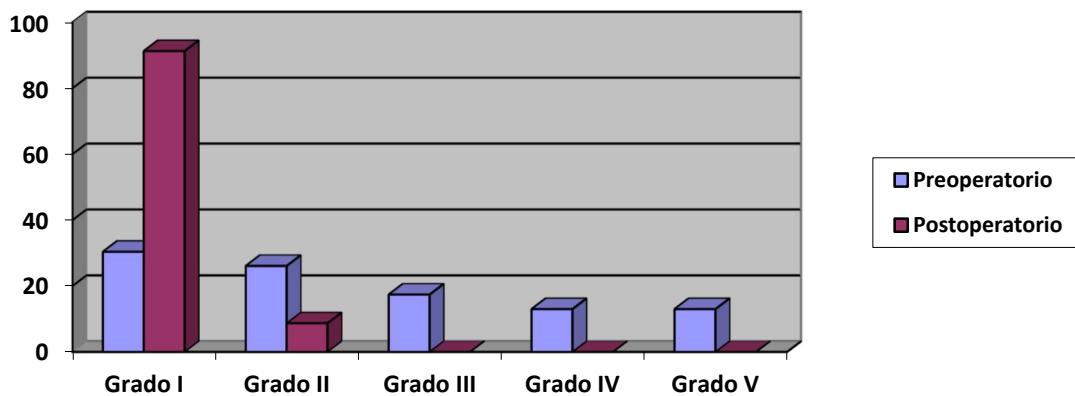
Evolución del grado de esteatosis mediante tomografía computarizada
